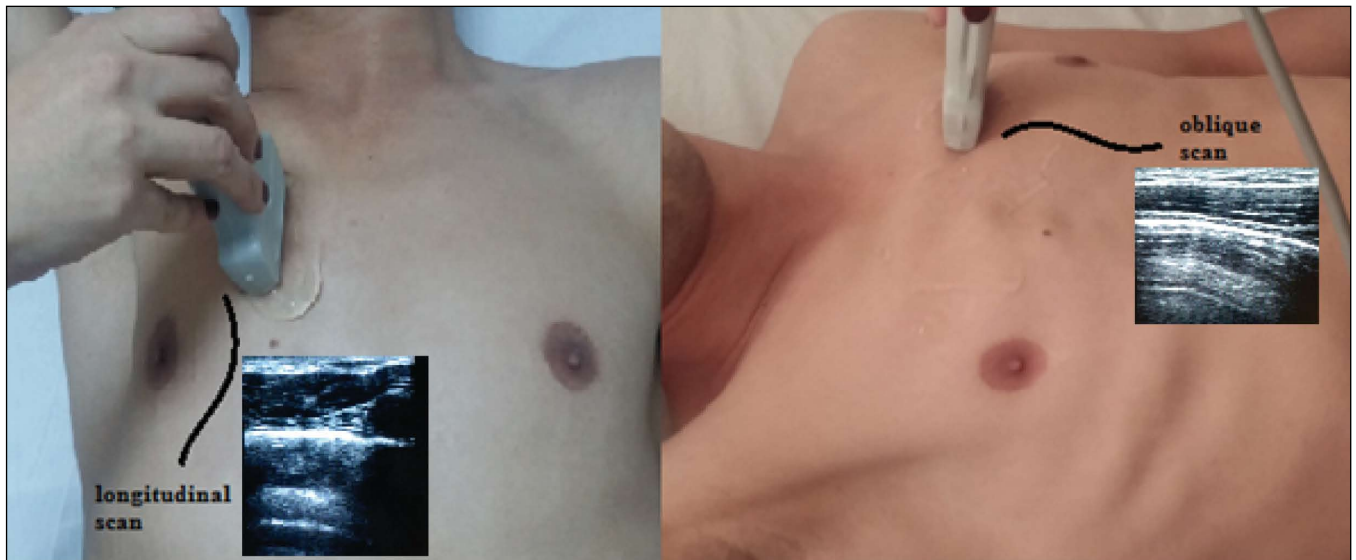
Lung ultrasound: longitudinal and oblique views.
